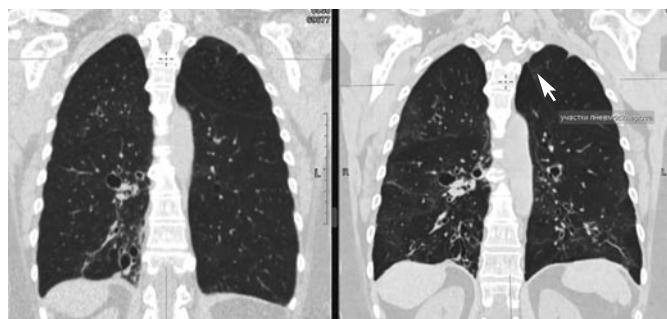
СКТ ОГК 2020 и 2022 г. Стрелкой указаны участки пневмосклероза.
